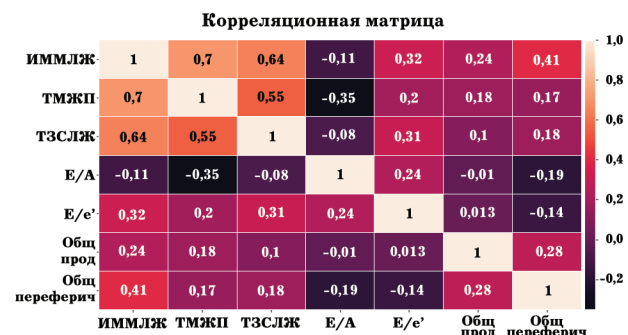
Корреляционный анализ показателей эхокардиографии в I и II группах. Е/А – отношение максимальной скорости раннего диастолического наполнения левого желудочка к максимальной скорости наполнения левого желудочка в систолу предсердий, Е/е' – отношения пиковой скорости раннего диастолического трансмитрального потока к пиковой скорости раннего диастолического движения латеральной части митрального фиброзного кольца, ИММЛЖ – индекс массы миокарда левого желудочка, Общ прод – глобальный продольный стрейн, Общ периферич – глобальный циркумференциальный стрейн, ТЗСЛЖ – толщина задней стенки левого желудочка, ТМЖП – толщина межжелудочковой перегородки
